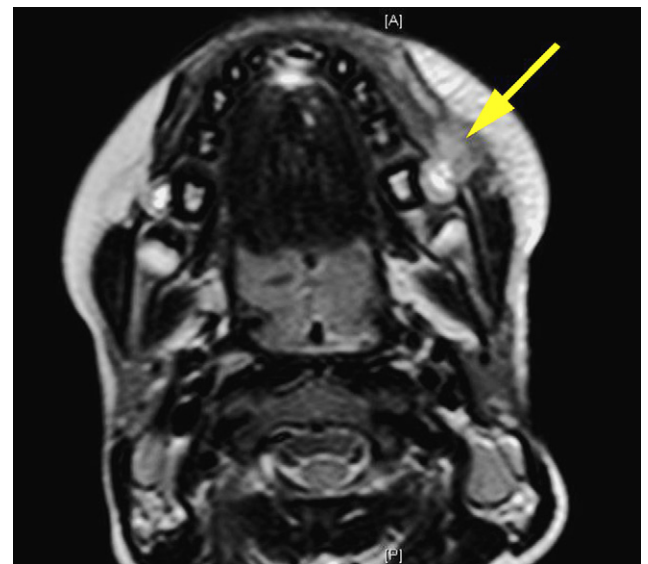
IRM mandibulaire : lésions bilatérales en regard des 36 et 46, développées au versant vestibulaire de la mandibule avec interruption de la corticale externe à gauche et extension aux tissus mous (flèche). Rehaussement après injection de gadolinium.
